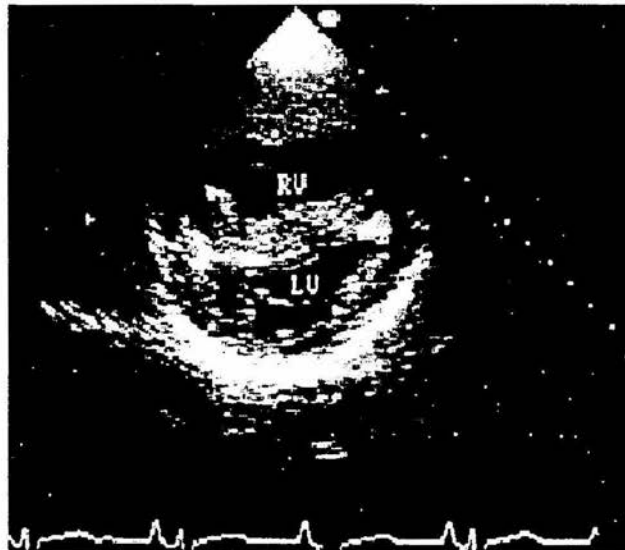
Ecocardiograma de un paciente con hipertensión pulmonar severa. Vista del eje corto a nivel de la cuerda tendinosa de la válvula mitral donde se observa gran hipertrofia de la pared del ventrículo derecho (RV), dilatación de la cavidad del RV y aplanamiento del septum; Cambios sugerentes de sobrecarga de presión del ventrículo derecho.
